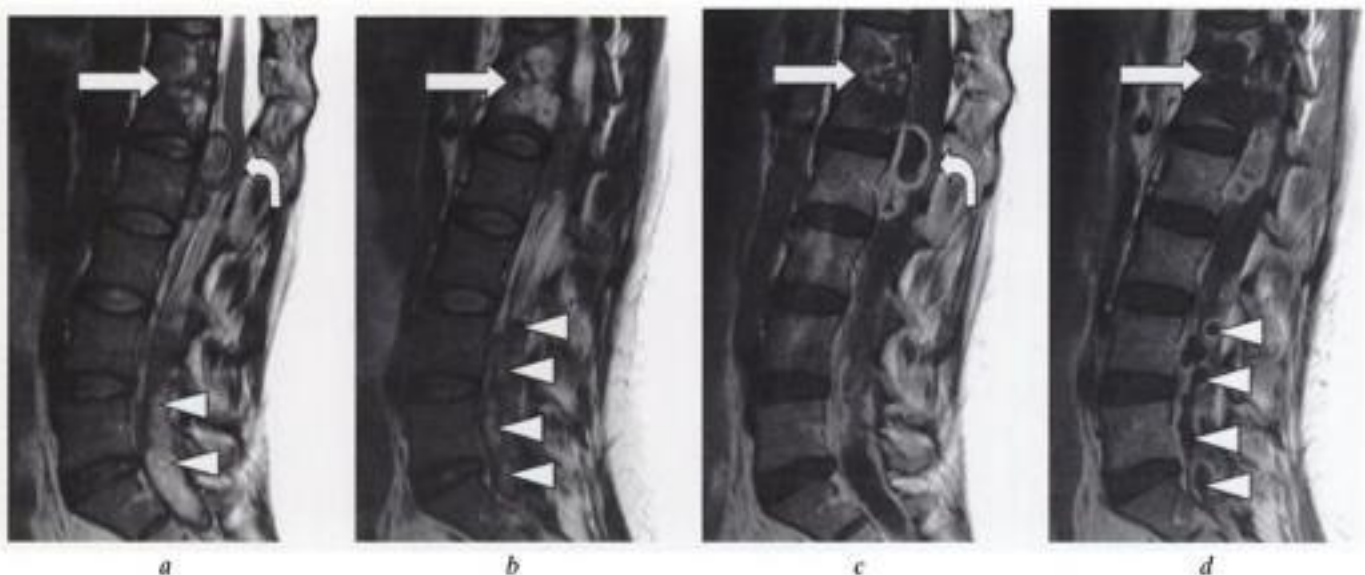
Hydatidose rachidienne. IRM en coupes sagittales T2 a) médiane et b) paramédiane, et coupes sagittales T1 après injection c) médiane et d) paramédiane : atteinte des corps vertébraux T12-L1 et du disque interposé (flèche); présence au sein du canal rachidien de multiples vésicules plus ou moins arrondies ou allongées, à centre liquidien avasculaire (têtes de flèches), dont la plus craniale, située en regard du disque L1-L2, exerce un effet de masse sévère sur le cône terminal (flèche courbe en a et c).
